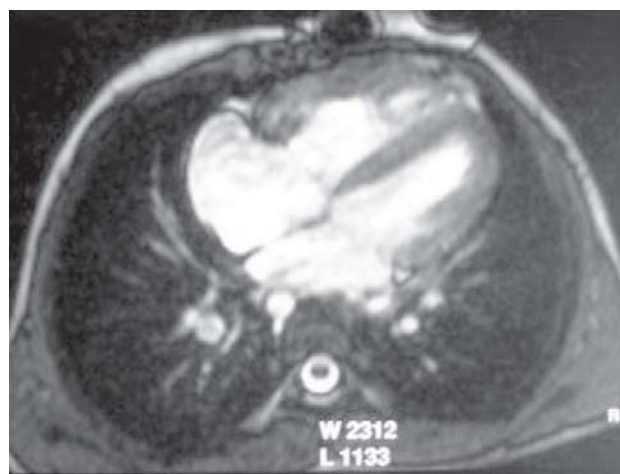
Angiorressonância nuclear magnética mostrando as quatro câmaras
